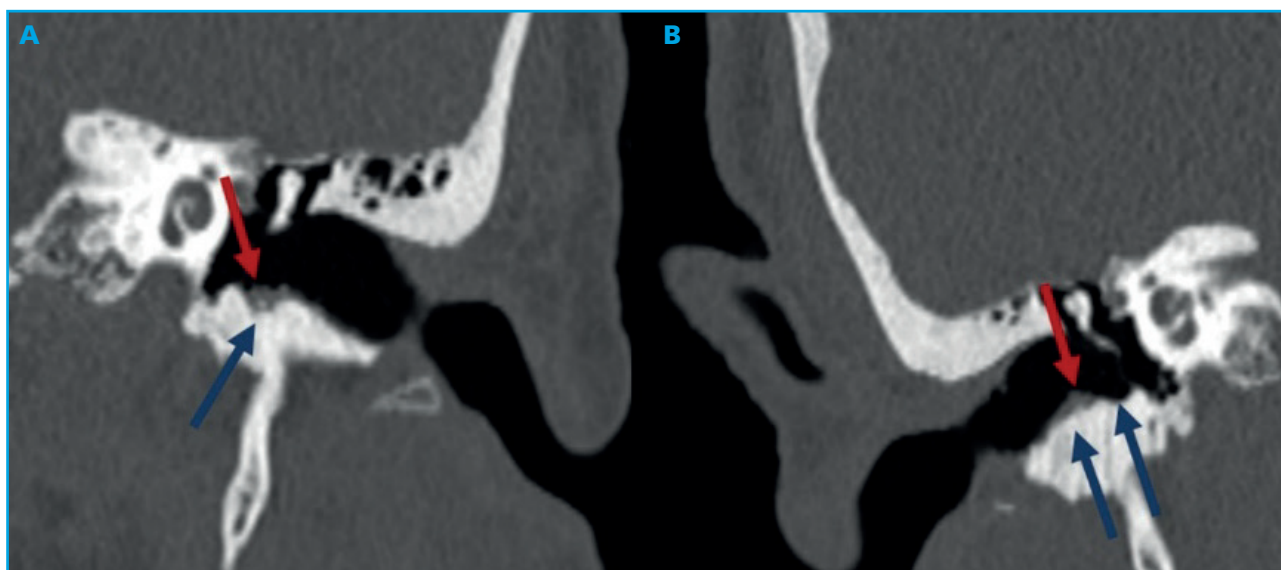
Imágenes de TC de peñascos con cortes coronales de los CAE izquierdo (A) y derecho (B) que muestran focos de osteólisis (flechas azules) y aumento de partes blandas adyacente (flechas rojas).
